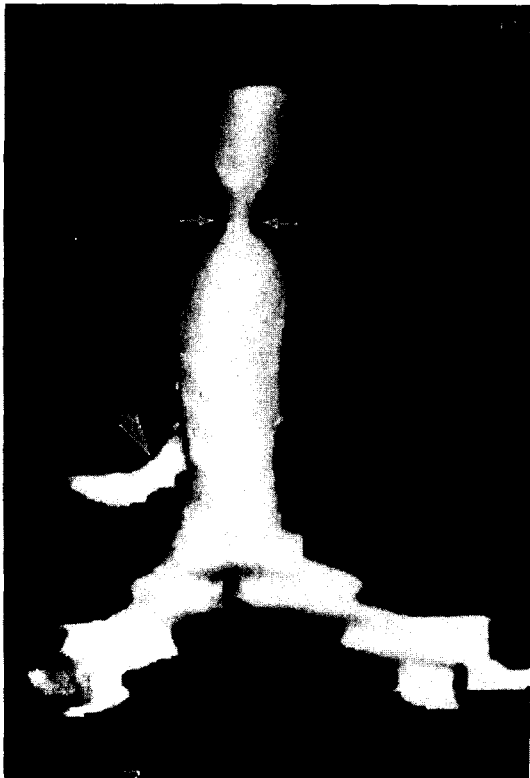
Case 6. Above. Axial 2D CT image at the level of the 2nd thoracic vertebra reveals circular stenosis (arrow). Below. Anteroposterior 3D CT reconstruction shows length of stenotic segment and stenotic appearance (arrows). Arrow head : accessory right bronchus.
